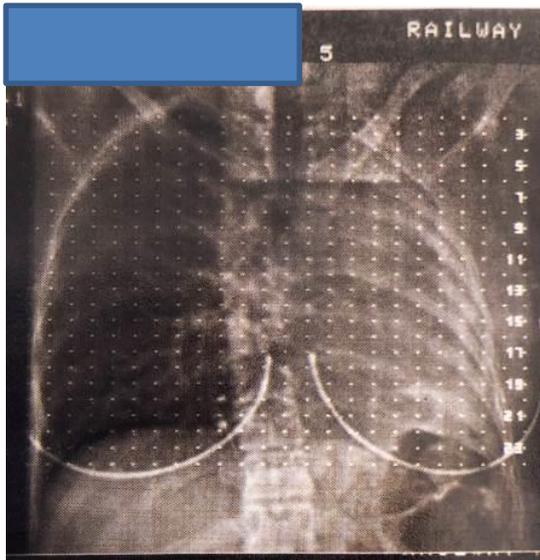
КТ грудной клетки
